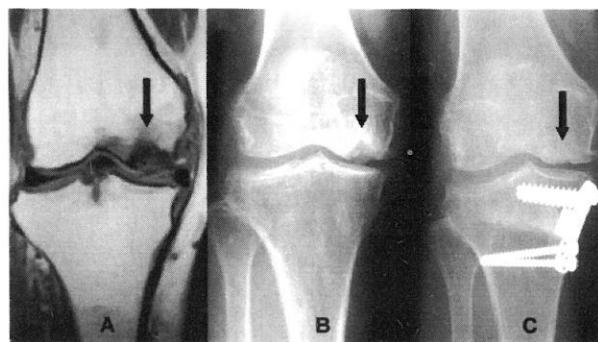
A sixty-five-year-old woman with osteonecrosis. Preoperative magnetic resonance imaging (A) and radiograph (B). Radiograph at 1 year after medial opening wedge osteotomy and mosaicplasty (C). Repair of the necrotic lesion and resorption of β -TCP are seen. The arrow indicates necrotic lesion.
